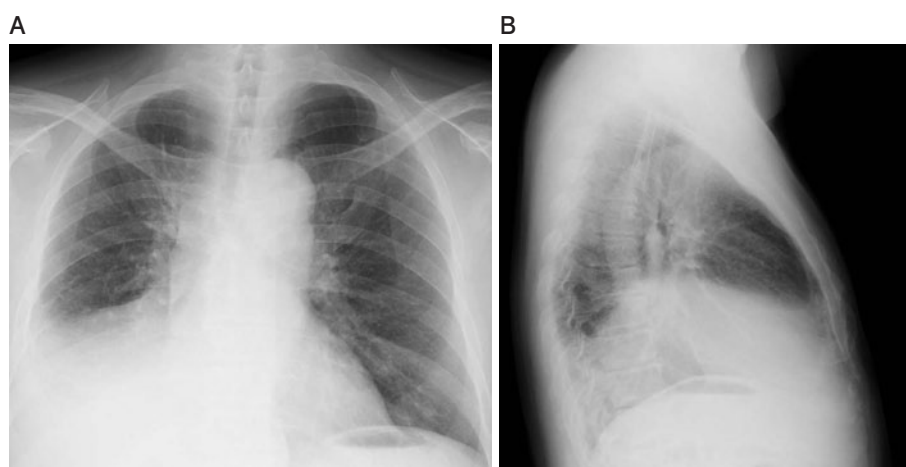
(A) Chest X-ray on admission showed hazy density with volume loss in the right-middle and lower lung fields. (B) Lateral view showed atelectasis in the right-middle and lower lobes.
